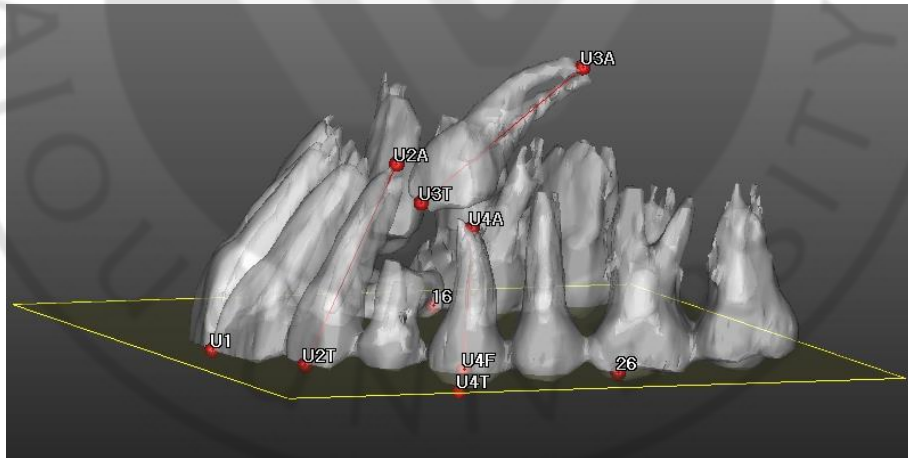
CT 분석 프로그램 상에서의 계측점, 계측선, 계측평면. 프로그램 상에서 계측점을 표시하면 설정에 따라 계측선과 계측평면이 설정된다.
